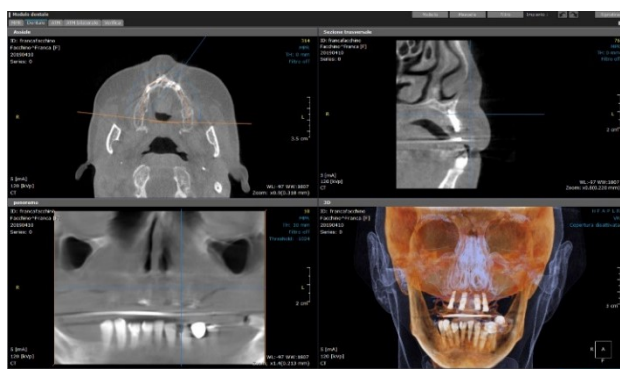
Scansione CBCT relativa all'impianto in posizione 2.3
